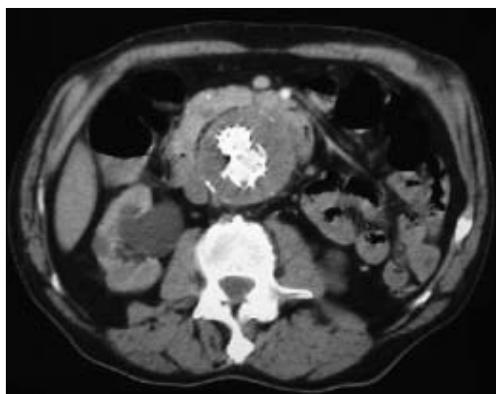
Imagen de TAC de la implantación de una endoprótesis donde se aprecia las dos ramas ilíacas a nivel del interior del aneurisma aórtico abdominal.
